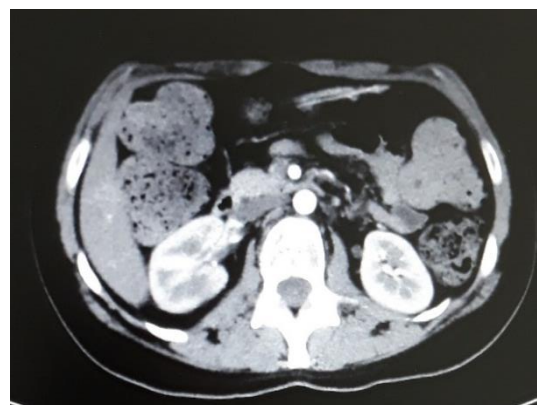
TC TAP: Suspeita de trombo na veia cava e veia renal.
